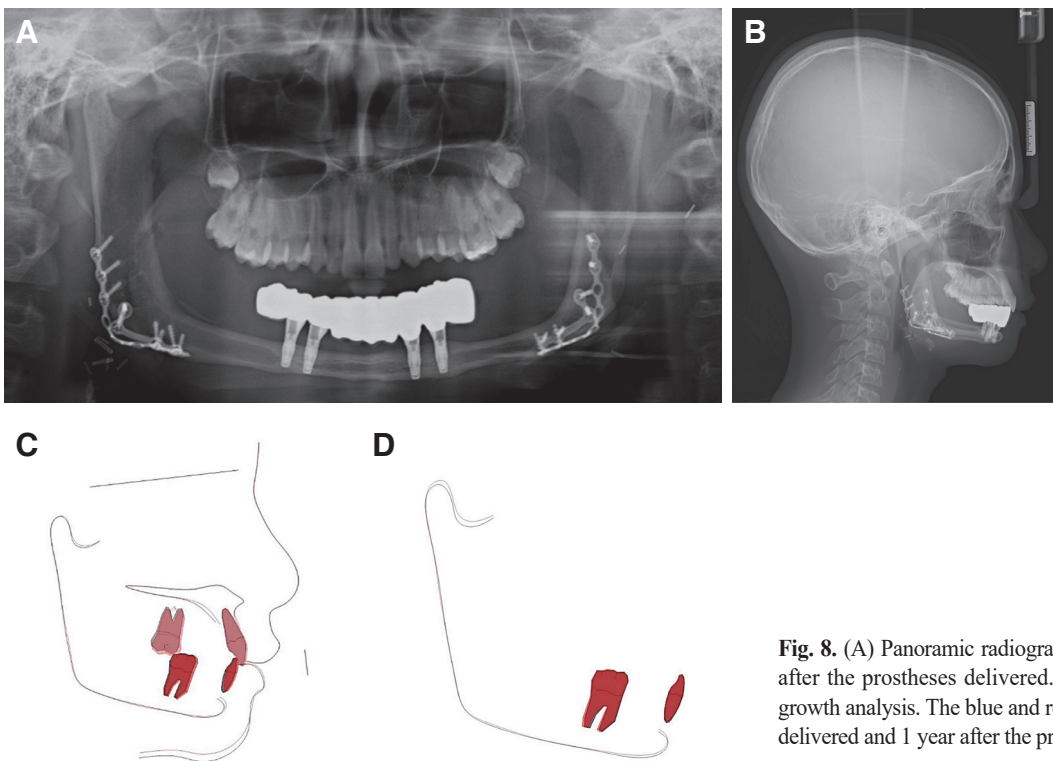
(A) Panoramic radiograph and (B) lateral cephalometric 1 year after the prostheses delivered. (C), (D) Overlapped photographs for growth analysis. The blue and red lines indicate at the day of prostheses delivered and 1 year after the prostheses delivered, respectively.
